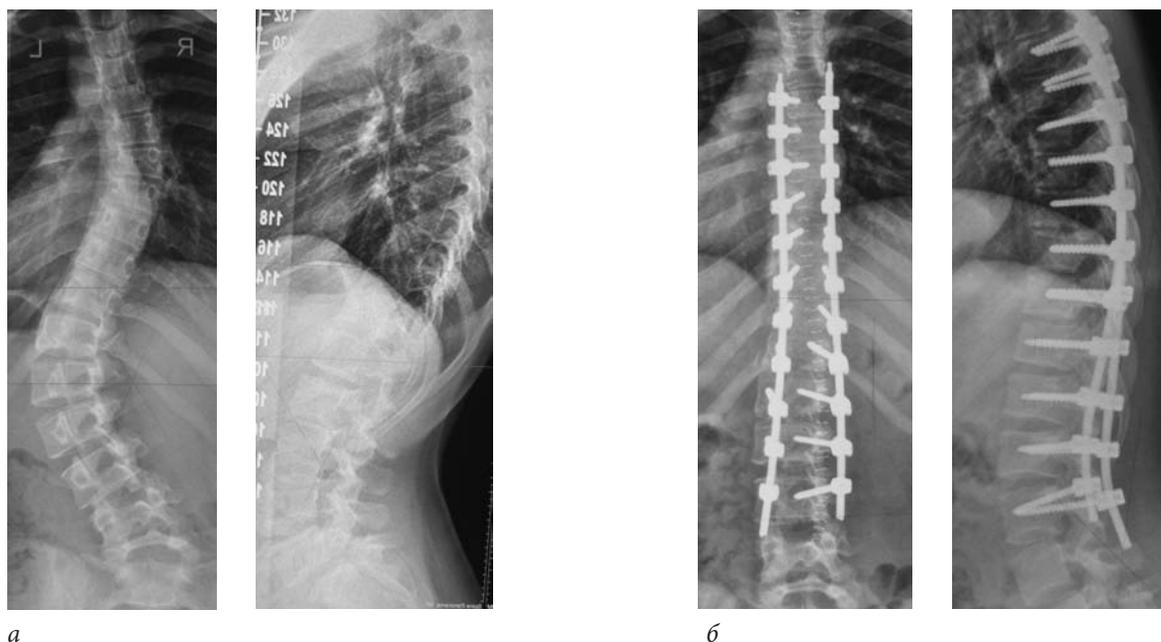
Рентгенограммы позвоночника пациентки П., 15 лет. Идиопатический левосторонний груднопоясничный сколиоз IV степени: *а* — до операции, угол деформации 61° по Cobb; *б* — после операции, угол деформации 2° по Cobb
